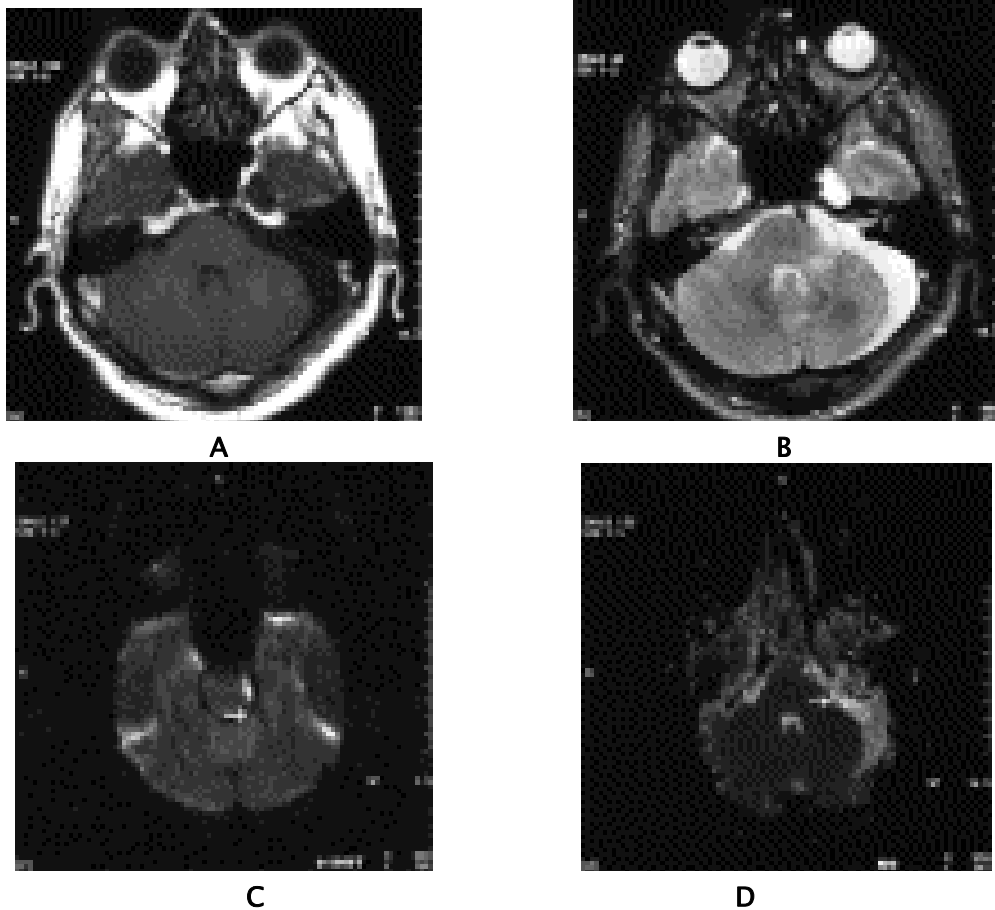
Une IRM cérébrale post-opératoire d'un patient de la série de SIRIN bénéficiant d'une exérèse totale d'un kyste épidermoïde de l'APC gauche: simple élargissement de l'APC. [158]
